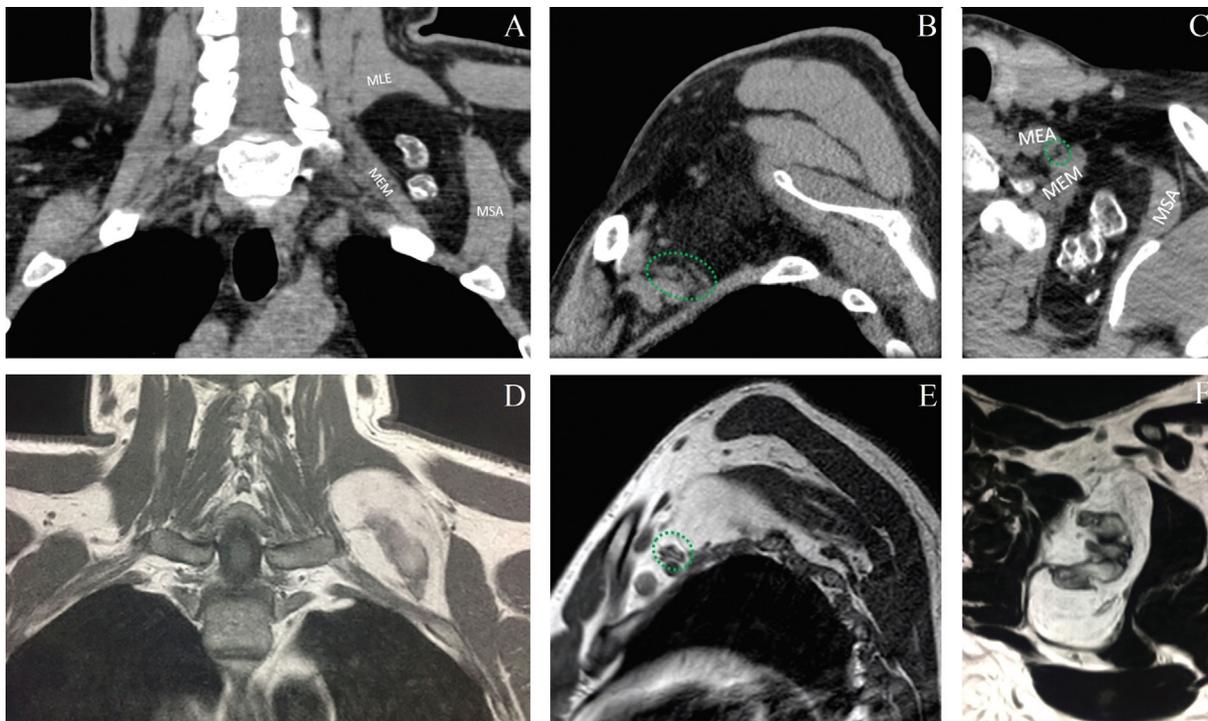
Tomografia computadorizada no corte coronal em A, sagital em B, e axial em C demonstrando formação expansiva localizada nas partes moles profundas do espaço paravertebral esquerdo, com atenuação semelhante a gordura, e calcificações grosseiras no seu interior, além de finas septações em contato com o plexo braquial (círculo verde). Ressonância magnética no corte coronal T1 em D, sagital T1 em E, e axial T2 em F demonstrando formação expansiva encapsulada localizada nas partes moles profundas do espaço paravertebral esquerdo com predomínio de sinal semelhante a gordura em todas as sequências com ossificações no seu interior em contato com o plexo braquial (círculo verde). Abreviaturas: MEA, músculo escaleno anterior; MEM, Músculo escaleno médio; MLE, músculo levantador da escápula; MSA, músculo serrátil anterior.
